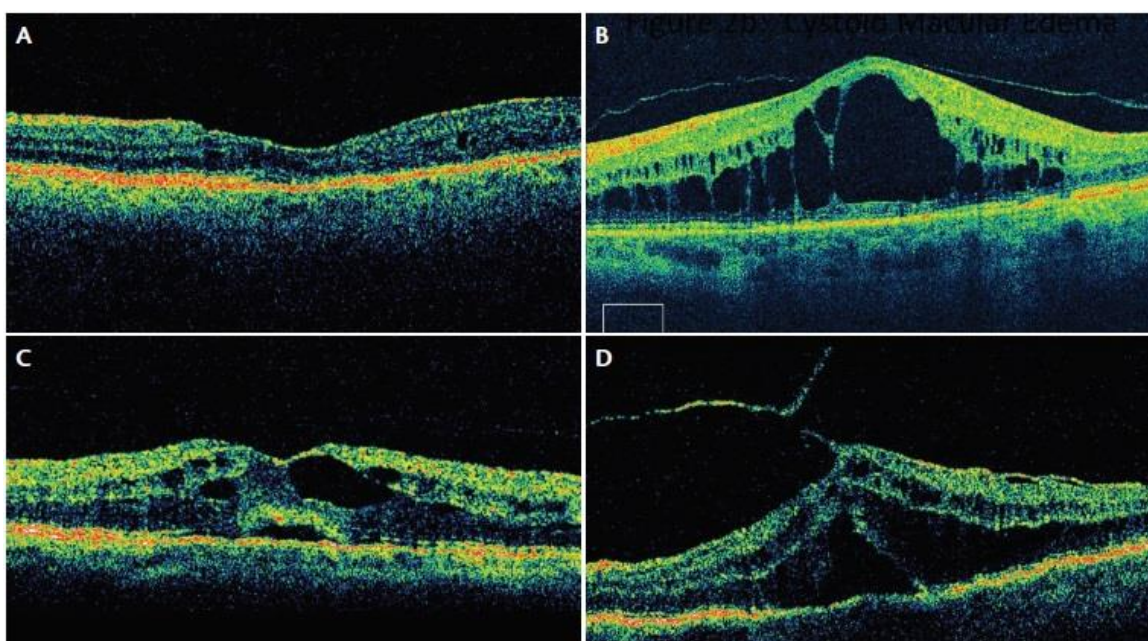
Tomografías de coherencia óptica. A: Engrosamiento esponjoso; B: Engrosamiento quístico; C: Desprendimiento del neuroepitelio asociado a engrosamiento esponjoso y quístico; D: EMD E3 con tracción epirretiniana T3. (Figura extraída de *Imaging Modalities for the Management of DME. What works best and what looks promising for the future.* Yasha S. Modi, MD, and Justis P. Ehlers, MD).
